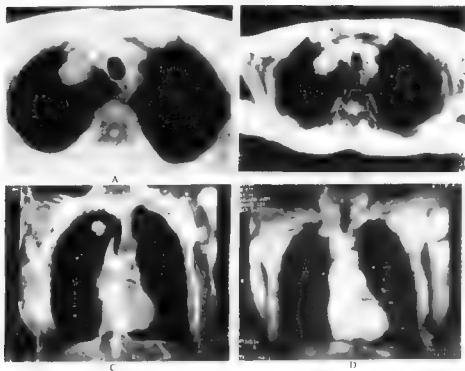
右肺尖周围型肺癌[胸部MRI 平扫(A、B)及增强扫描(C、D)]
